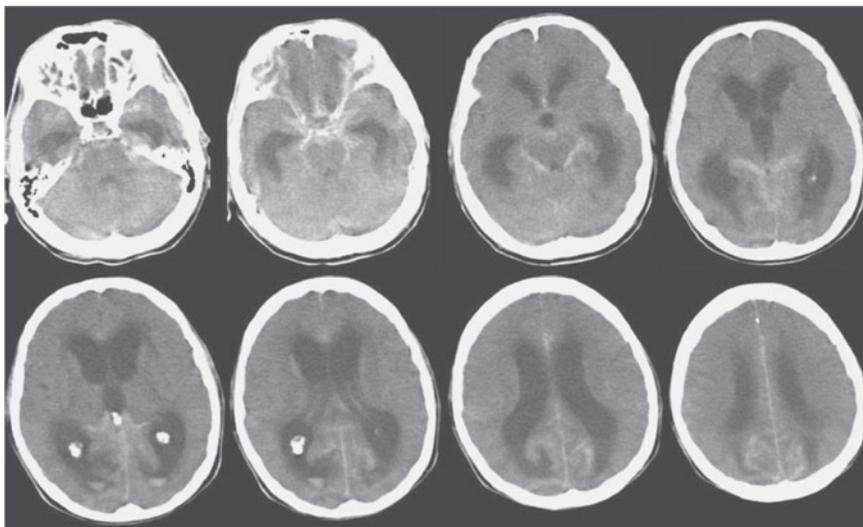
Tomografía computarizada de un paciente con hemorragia subaracnoidea.
